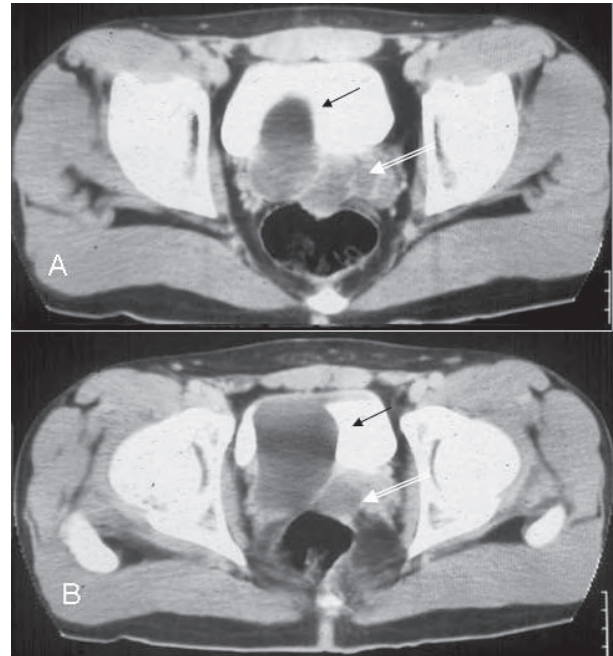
Imagen de tomografía en región de pelvis, con foco en vesículas seminales, evidenciando un quiste simple.
